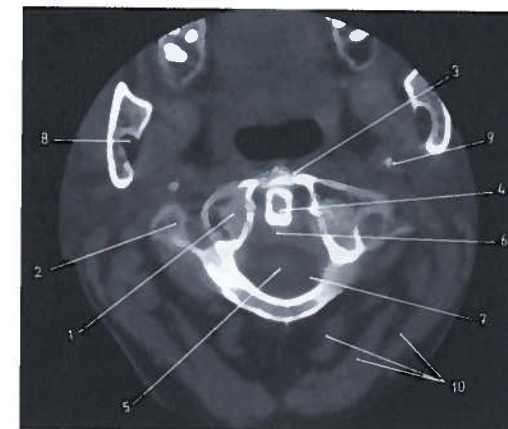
Corte axial do atlas e do áxis em TC
